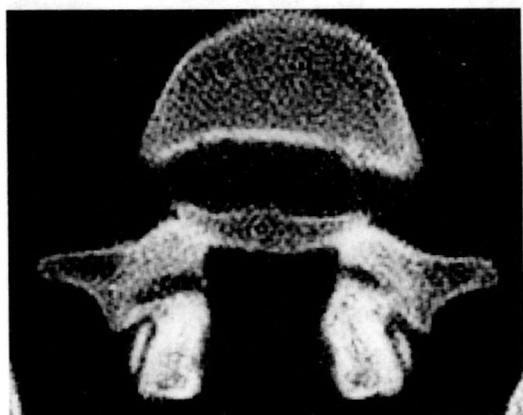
CT of the ventral portion of the pars interarticularis at L 5 of a 18-year-old male basketball player at the initial examination. Defects were at the medial portion of the bilateral pars.
